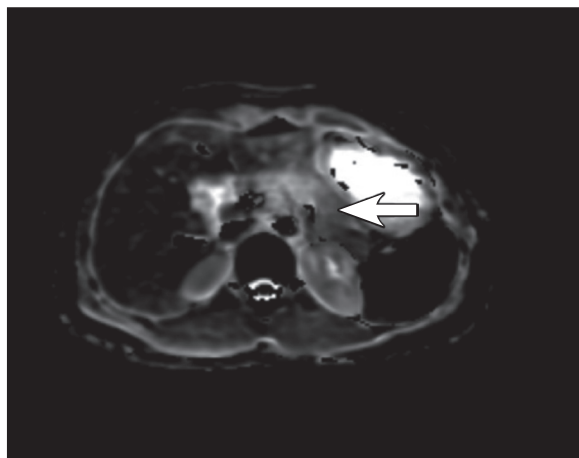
Магнитно-резонансная томография. ADC-карта. Опухоль на границе тела и хвоста поджелудочной железы (указана стрелкой): аксиальный срез, ADC $2000 \times 10^{-6} \text{ мм}^2/\text{с}$
